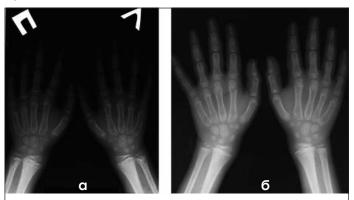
Рентгенограмма костей верхних конечностей, пациент М.Г. а – до лечения: выявлена сниженная минерализация костей; б – после 3-х месяцев применения фермент-заместительной терапии: отмечается улучшение минерализации костной ткани
